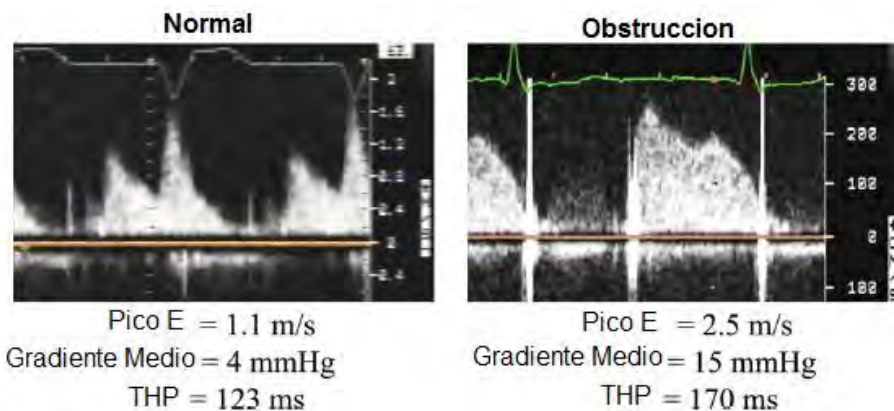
Patrones de velocidad doppler observados en una valvula protésica normal y una obstruida en posicion mitral. La velocidad y gradientes estan elevados asi como el tiempo de hemipresion (THP) en la valvula obstruida.
